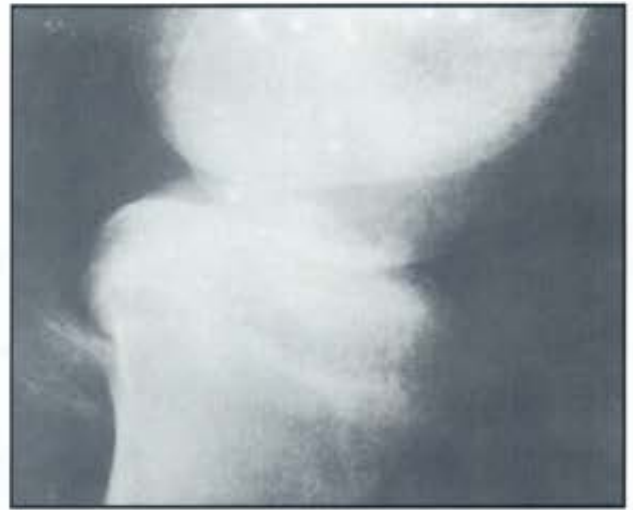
Radiografía perfil de rodilla. Paciente de 11 de edad que sufrió la avulsión de la espina tibial. A: Radiografía preoperatoria donde se nota el desplazamiento de fragmento óseo B. Radiografía postoperatoria donde se observa la reducción obtenida con control artroscópico.
